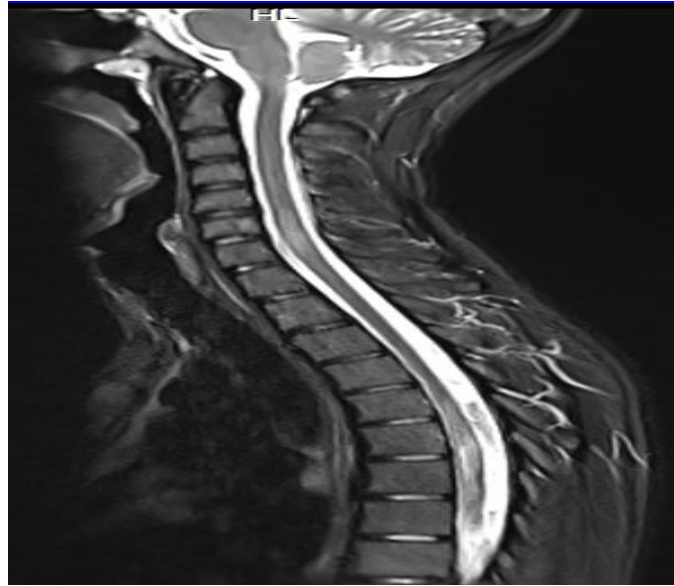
IRM médullaire en coupe sagittale montre un hypersignal en séquence T2 s'étendant de C1 à C7 et D5 à D8 avec augmentation de la moelle en regard du fait de l'œdème.
